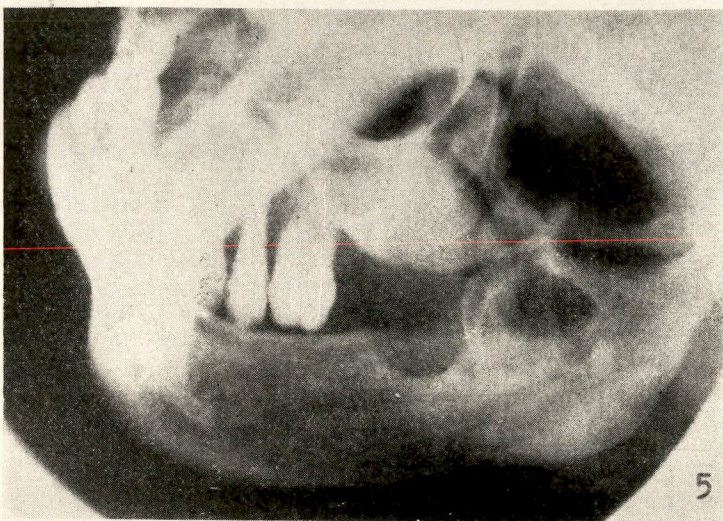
G. F. Radiografia do blastoma da mandíbula, mostrando osteólise. Antes do tratamento pelo derivado fenólico
